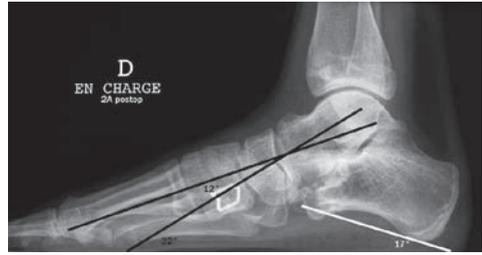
Radiographie de profil en charge (patient de la figure 4 et 5) quatre ans après ostéotomie d'allongement du calcaneus et de pronation flexion dans le premier cunéiforme. L'angle talus premier-métatarsien est passé de 34° à 12° témoignant d'une correction substantielle de l'affaissement de la voûte interne médiale. L'équinisme du talus a diminué (32°). La pente calcanéenne a augmenté (17°).
